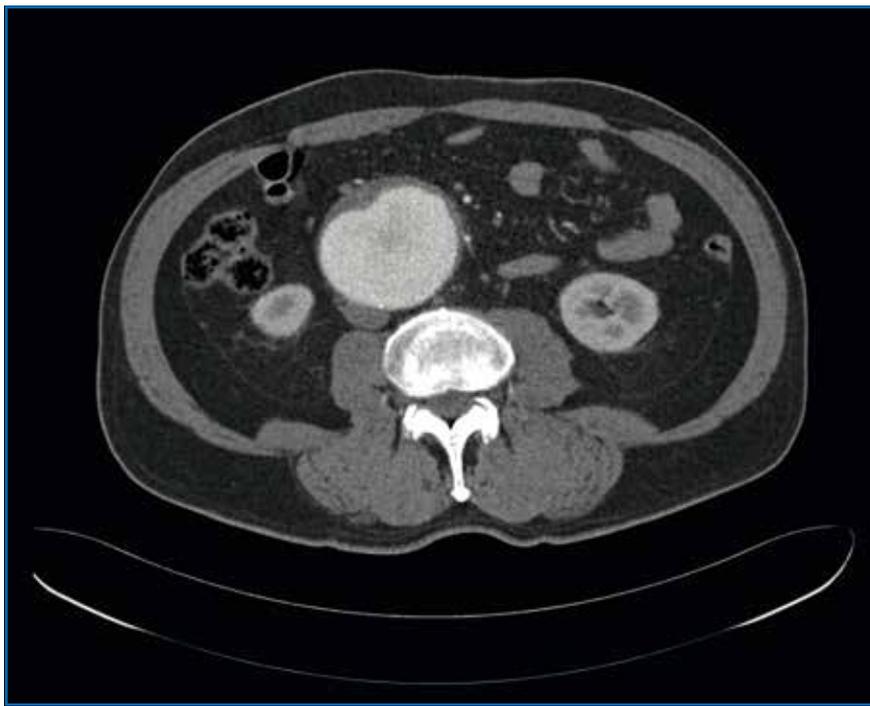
Angio-TDM abdominale montrant un anévrisme de l'aorte sous-rénale, avec un fin thrombus mural.
